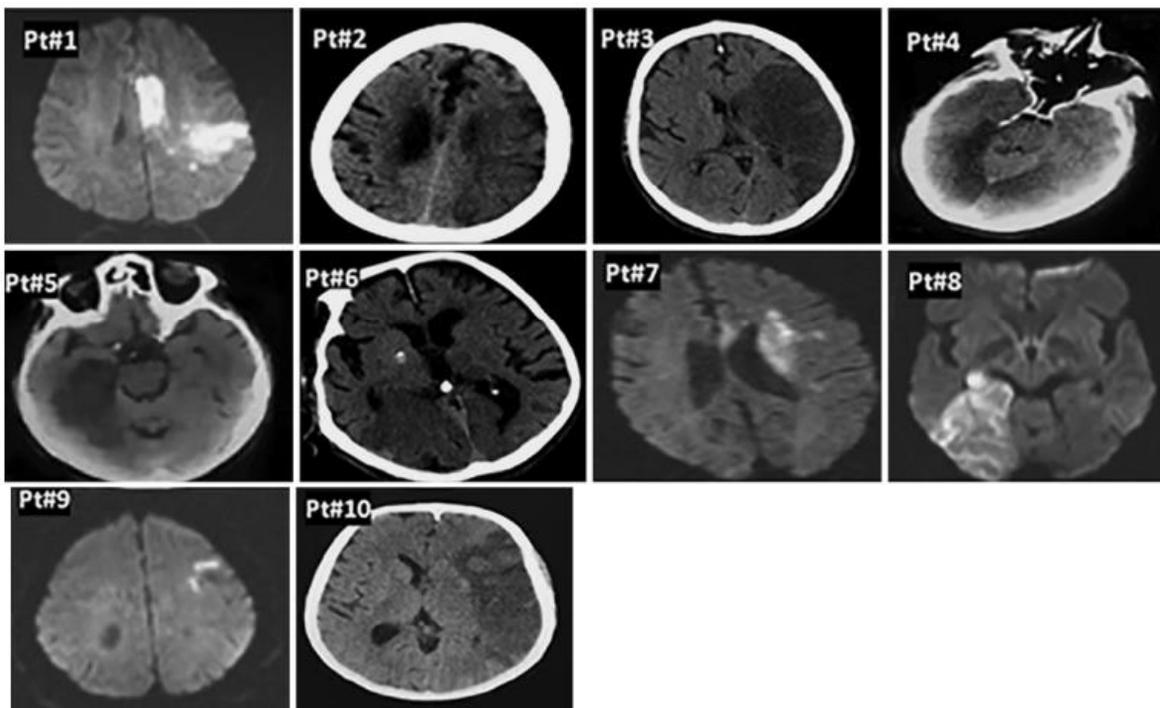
Hallazgos cerebrales del estudio de Ahmadi Karvigh y cols.(35). Los pacientes n.º 2, n.º 6 y n.º 10 murieron. El paciente n.º 4 tenía una angiografía por TAC de cerebro que mostraba la oclusión de la arteria basilar y vertebral por trombosis.
